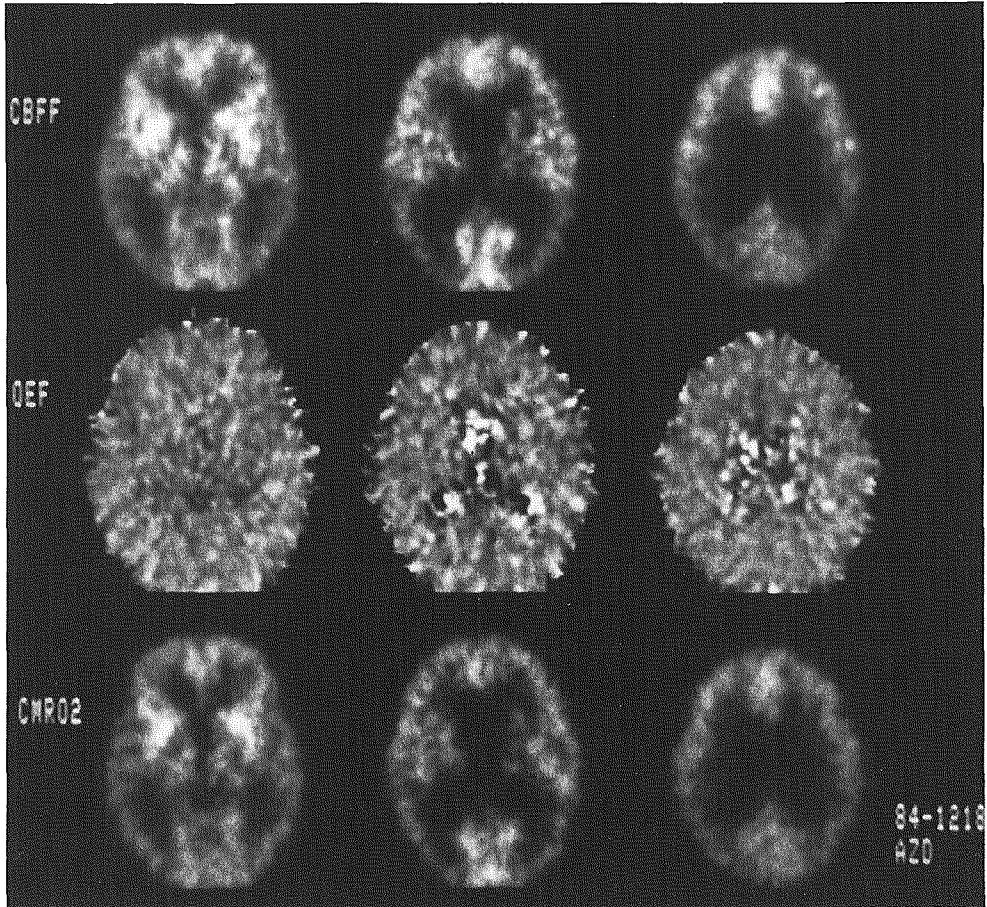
アルツハイマー型痴呆例のPET像(図1と同一症例)
